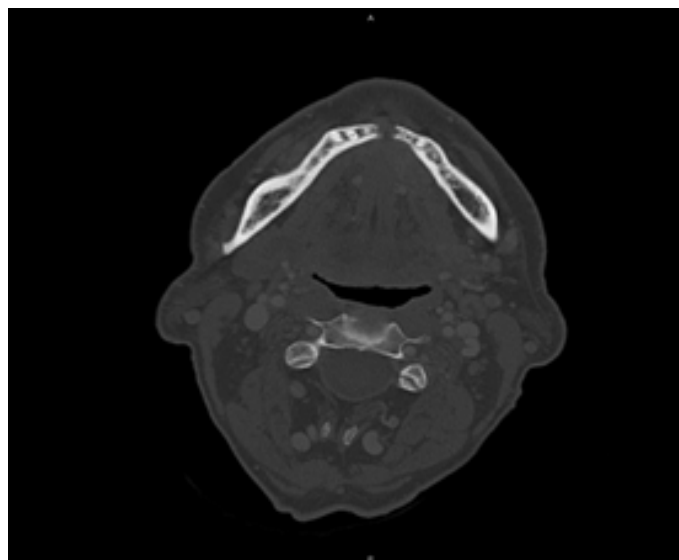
Präoperativer CT Befund; radiologisch erhärtet sich der Verdacht einer Kontinuitätsunterbrechung der Unterkieferfront durch ein invasiv wachsendes Plattenepithelkarzinom des anterioren Mundbodens.
